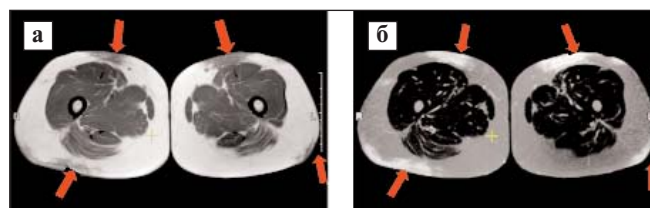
МРТ мягких тканей бедер: а – в режиме T1 определяются гипоинтенсивность (стрелки), разрежение септальной структуры ПЖК; б – в режиме STIR T2 видны зоны отека в виде неомогенного усиления интенсивности МР-сигнала (стрелки)
